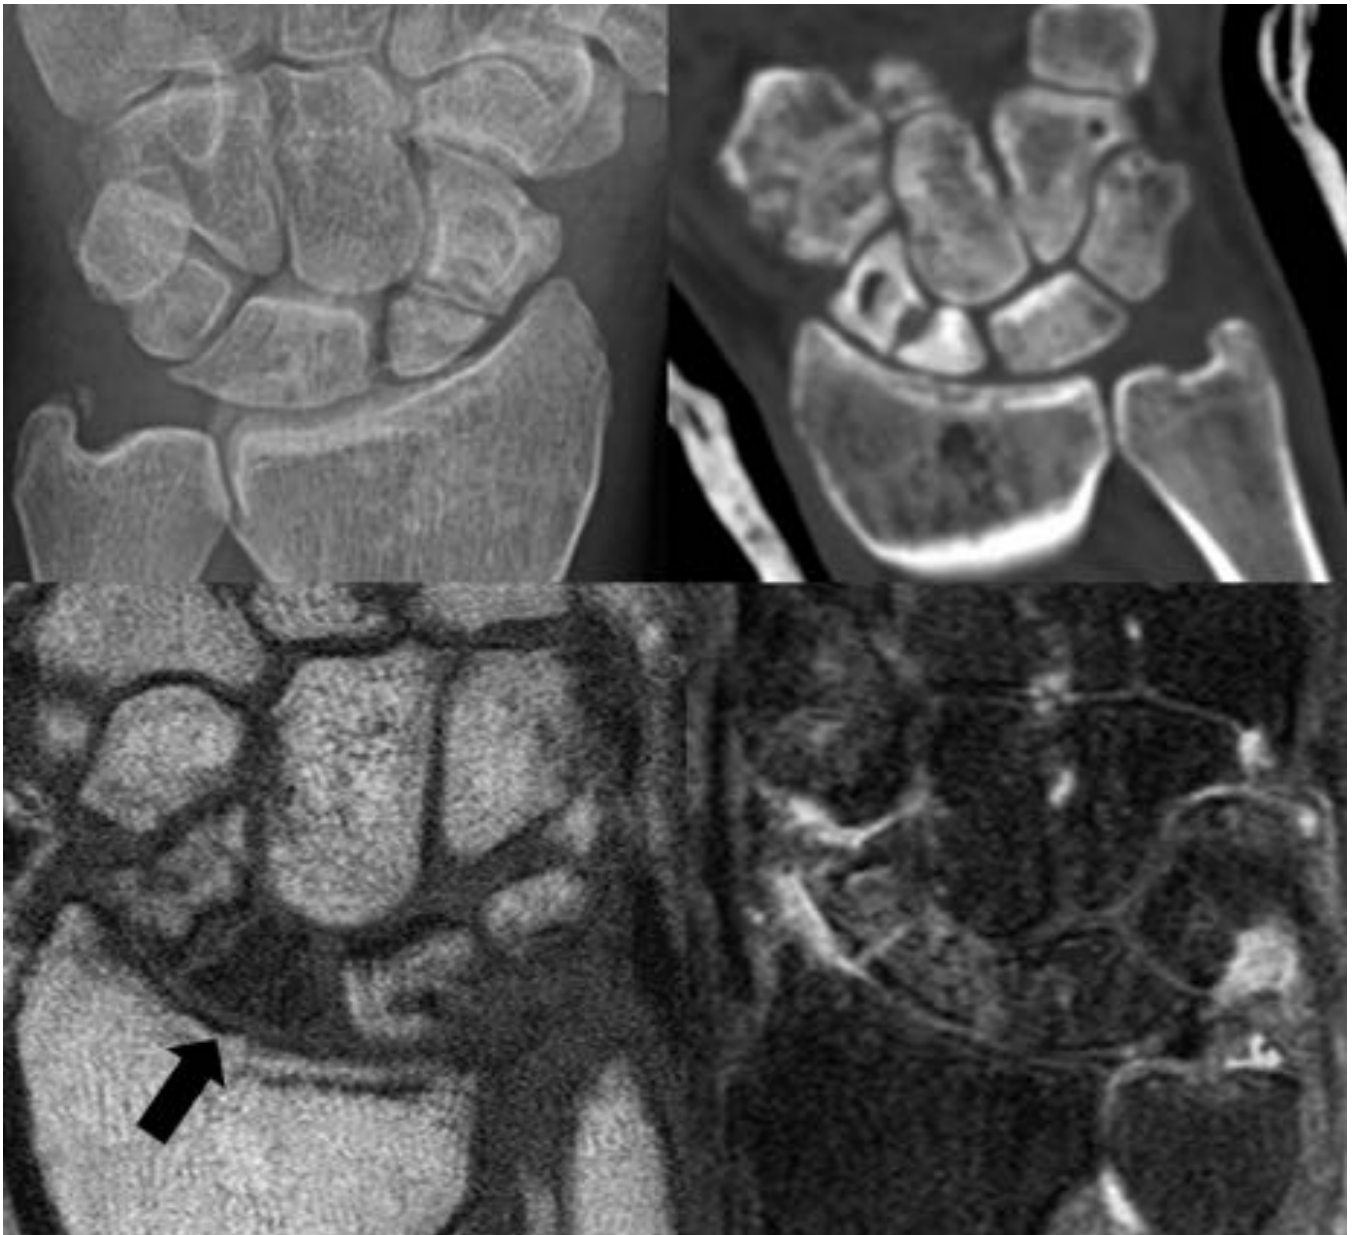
Fractura de escafoides en radiografía simple, TC y RM potenciado en secuencias T1 y DP con su grasa. Necrosis del fragmento proximal (flecha negra), que no realza tras la administración de contraste.
